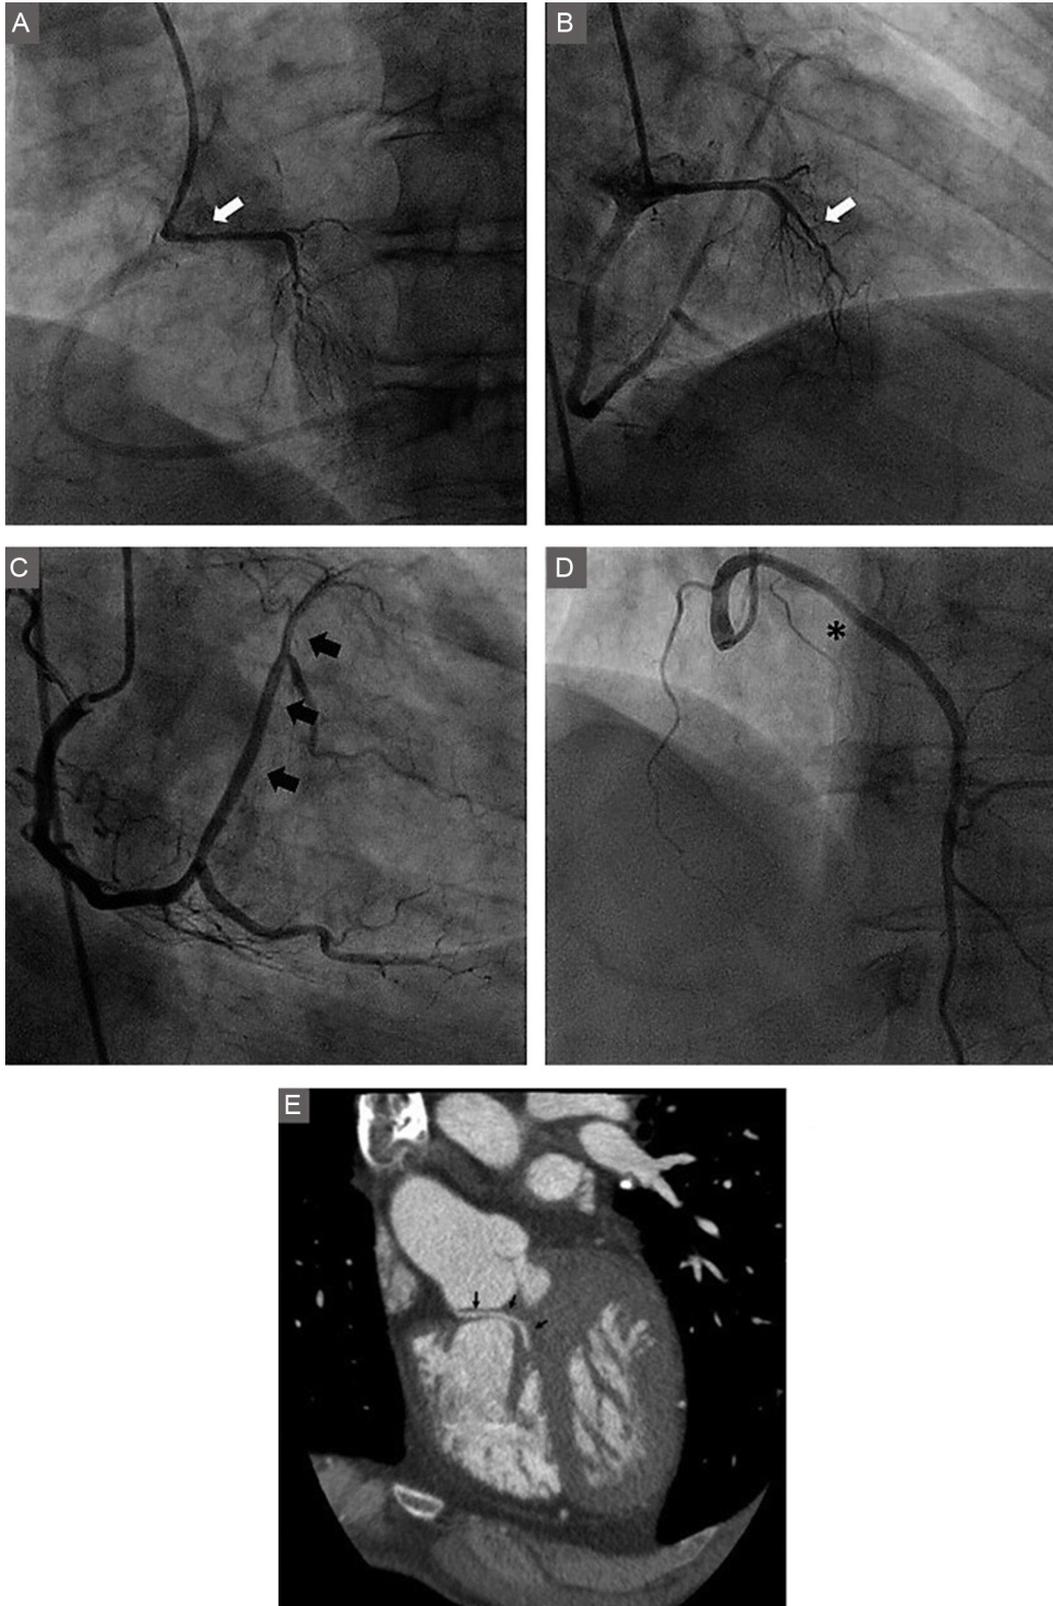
A: proyección oblicua anterior izquierda a 60° de la arteria coronaria derecha. Flecha blanca: arteria septal descendente que comparte un ostium común con la arteria coronaria derecha (tipo II). B: angiotomografía computarizada del mismo paciente; se observa una arteria septal descendente mal definida (flechas negras). C y D: proyecciones oblicua anterior izquierda a 60° y oblicua anterior derecha a 30° de la arteria coronaria derecha, con una lesión significativa en su segmento medio; una arteria septal descendente originada en el segmento proximal (tipo I, flechas blancas) da origen a colaterales que van a parar a una descendente anterior izquierda con oclusión crónica (asterisco) a través de varias ramas septales (flechas negras).
